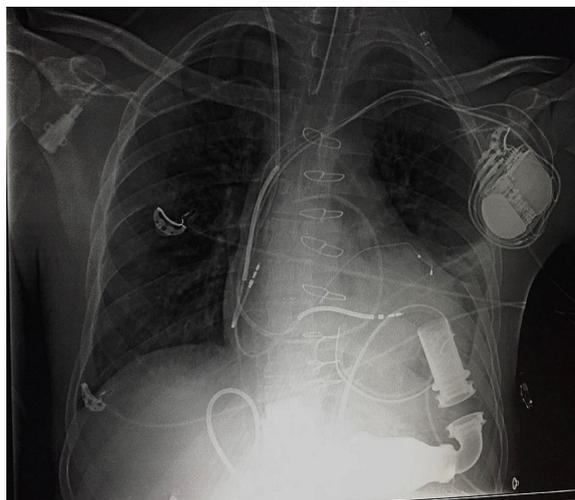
Radiografia do tórax após a implantação do dispositivo de assistência ventricular esquerda.
